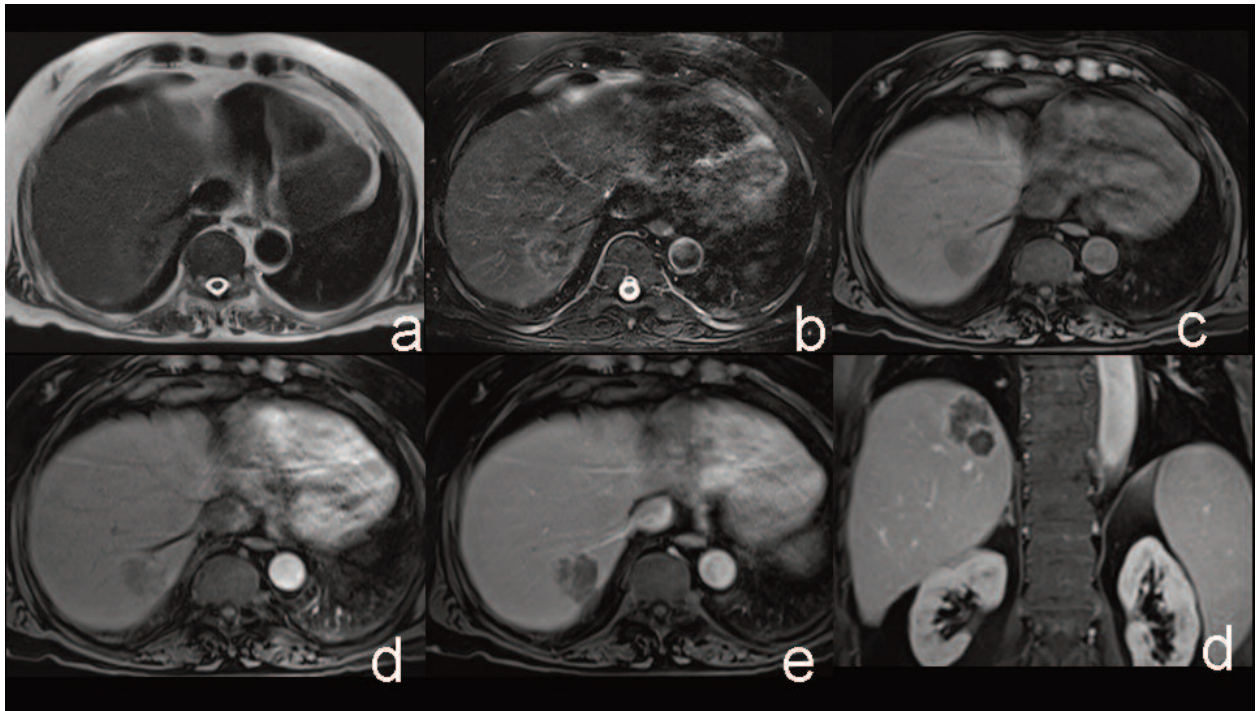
a, b, c, d, e, f Sequenze Haste T2 assiale (a), TSE T2 FS assiale (b), Vibe 3D T1 FS assiale senza mdc ev (c), studio dinamico trifasico con mdc ev Vibe 3D T1 FS in fase arteriosa (d), portale (e) e di equilibrio (f): il controllo RM eseguito a distanza di 3 mesi dal precedente (fig. 1 e 2) dimostra incremento di volume della lesione trattata, in particolare della porzione periferica semilunare supero-esterna, da persistenza di tessuto residuo attivo (e, f).
